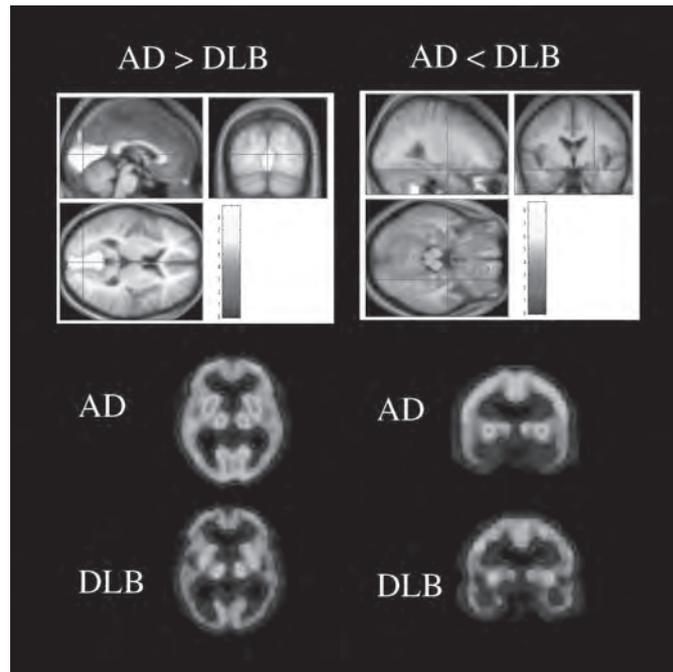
アルツハイマー型痴呆とレビー小体型痴呆の脳血流 SPECT の比較
